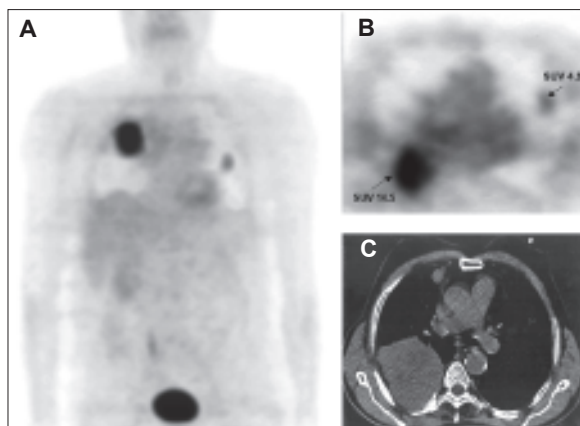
Segundo estudio PET ¹⁸F-FDG del mismo paciente a los 10 meses de la nefrectomía radical. Reconstrucción volumétrica (A) y corte transverso (B) en los que se observa hipermetabolismo en dos lesiones pulmonares en ambos campos pulmonares, la de mayor tamaño en lóbulo superior derecho presenta en su zona postero-externa un SUV máximo de 14.5. (C) TAC del mismo paciente coincidente con las lesiones vistas en la PET-FDG. (Instituto PET-FOCUSCAN, Madrid).
